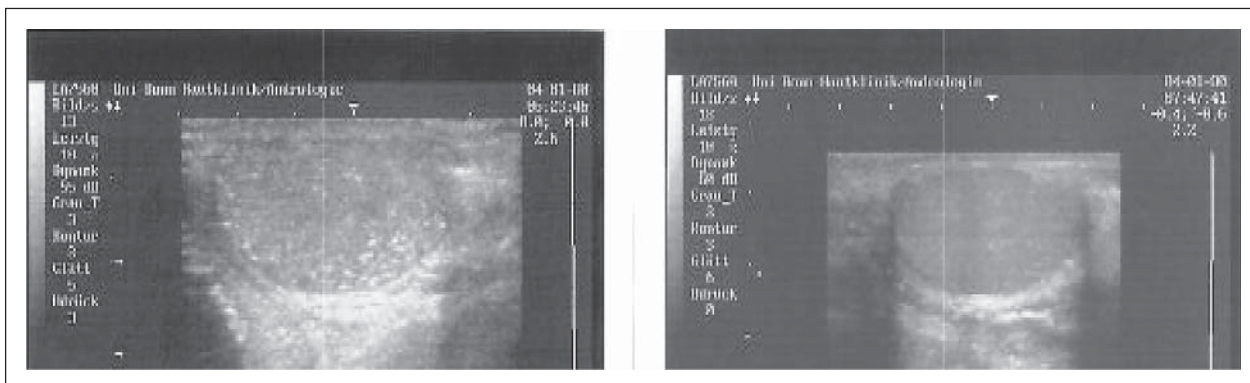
Hodensonographie; links: sog. „Schneeestöber“-Muster, rechts: normaler Hoden
